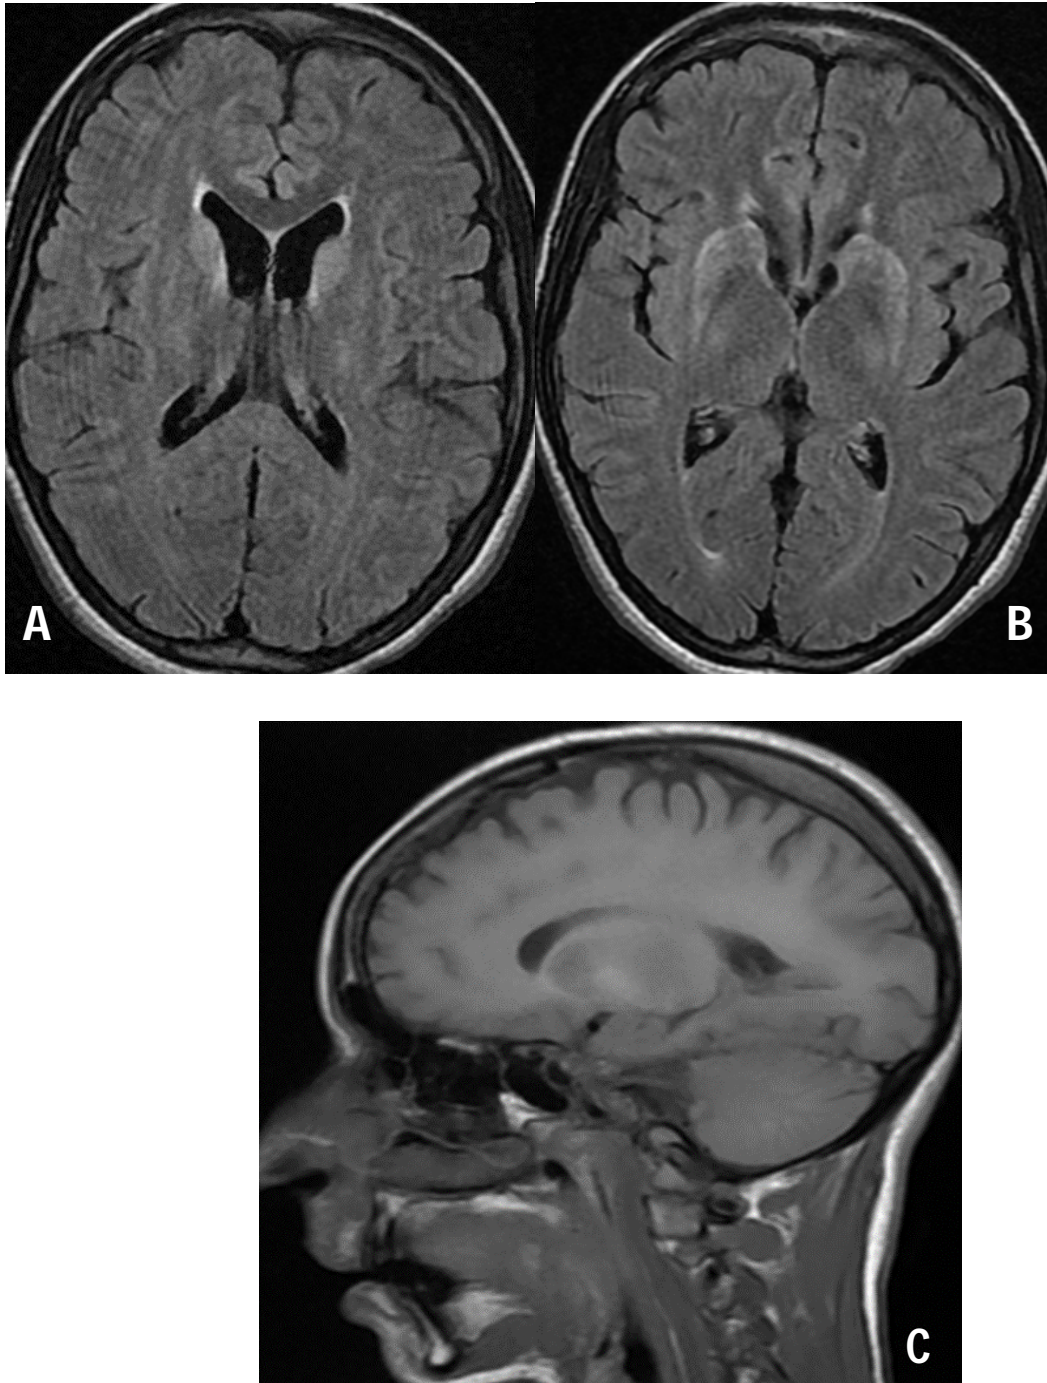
IRM Cérébrale : en séquence FLAIR (a et b) et séquence T1 Sagittal (c)
